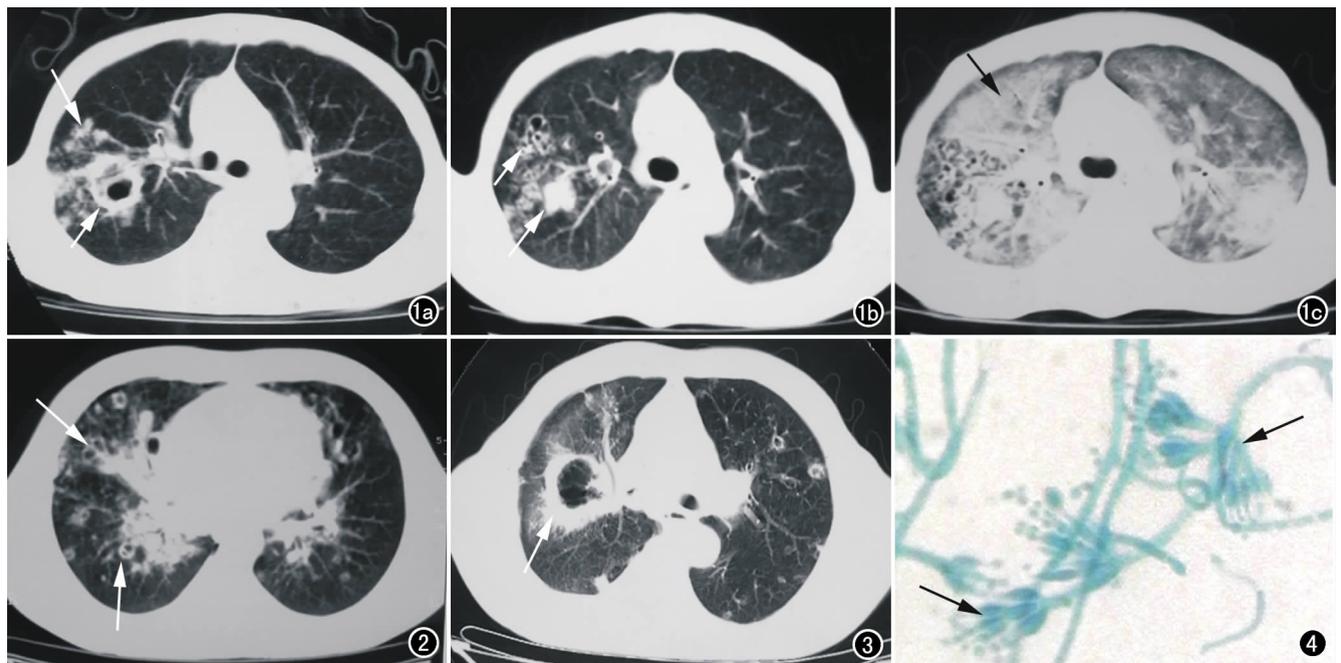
PM肺炎。a) CT平扫示右肺上叶后段空洞为主要病变,同时伴周围渗出性炎症及多发小结节(箭); b) 治疗35天复查,原空洞闭合缩小,周围出现多发小空洞群聚(箭); c) 15天后复查,原病变无好转,出现合并卡氏肺孢子菌肺炎(箭)。
